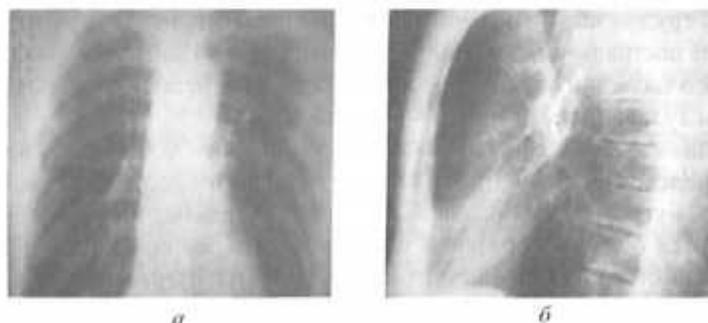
а, б, в, г. Рентгенограммы грудной клетки с инородными телами.
